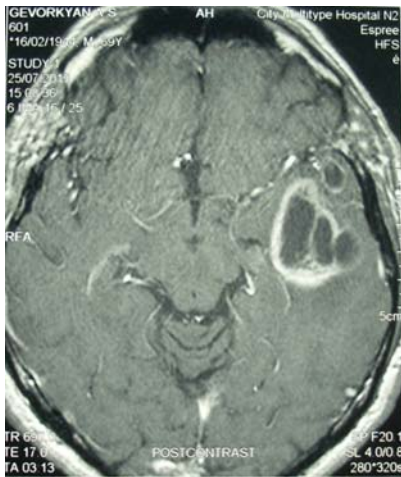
МРТ. Глиобластома левой височной доли головного мозга
